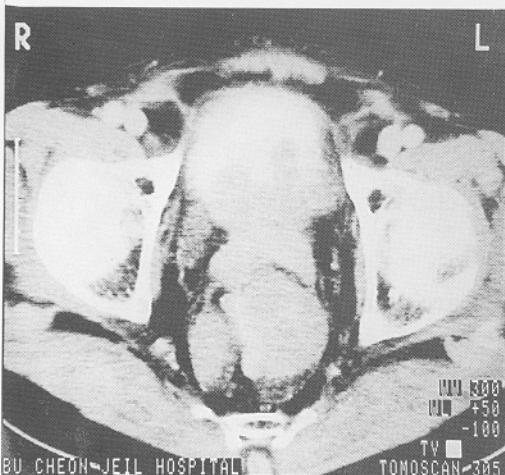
Case 1. CT shows large prostatic mass, infiltrating posterior wall of bladder. Rectum is displaced to the right side.
